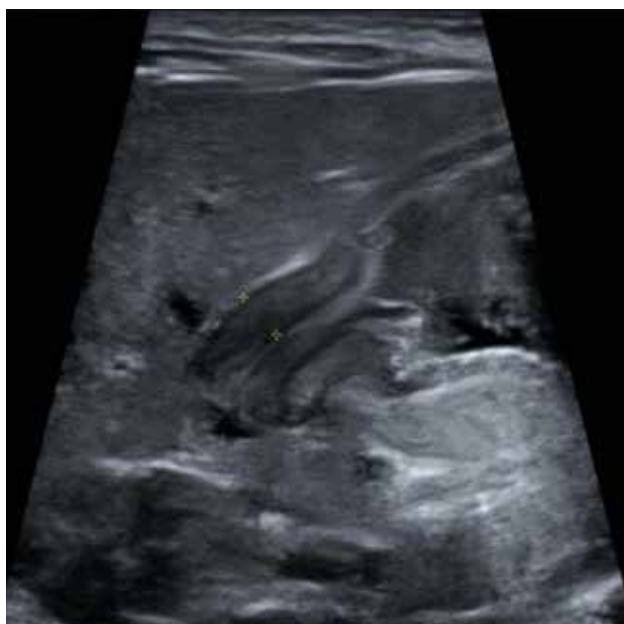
Ecografía que muestra grosor muscular del píloro y longitud de canal pilórico aumentados.
